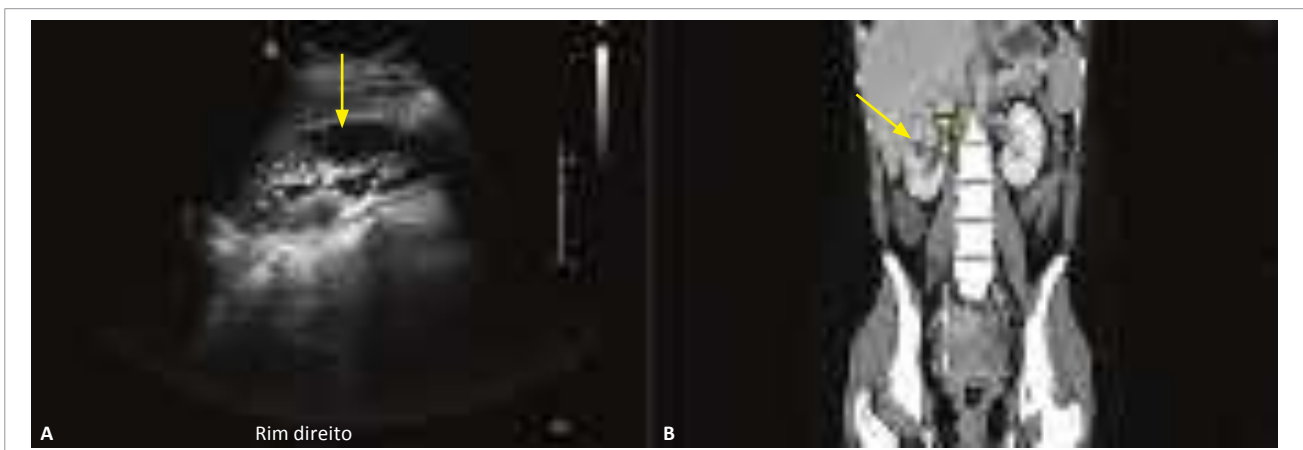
Abscesso renal à direita. Em (A), ultrassonografia evidencia coleção hipoeoica dominante no terço médio do rim direito. Em (B), corte tomográfico pós-contraste mostra a coleção (seta), destacando-se o cateter duplo J na pelve renal direita, como imagem linear hiperatenuante.
